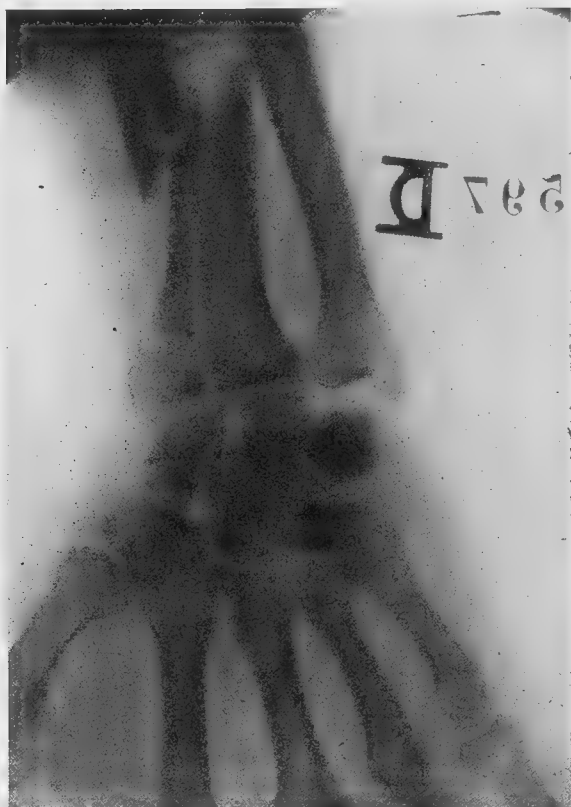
Radiographie de face avant la réduction.
